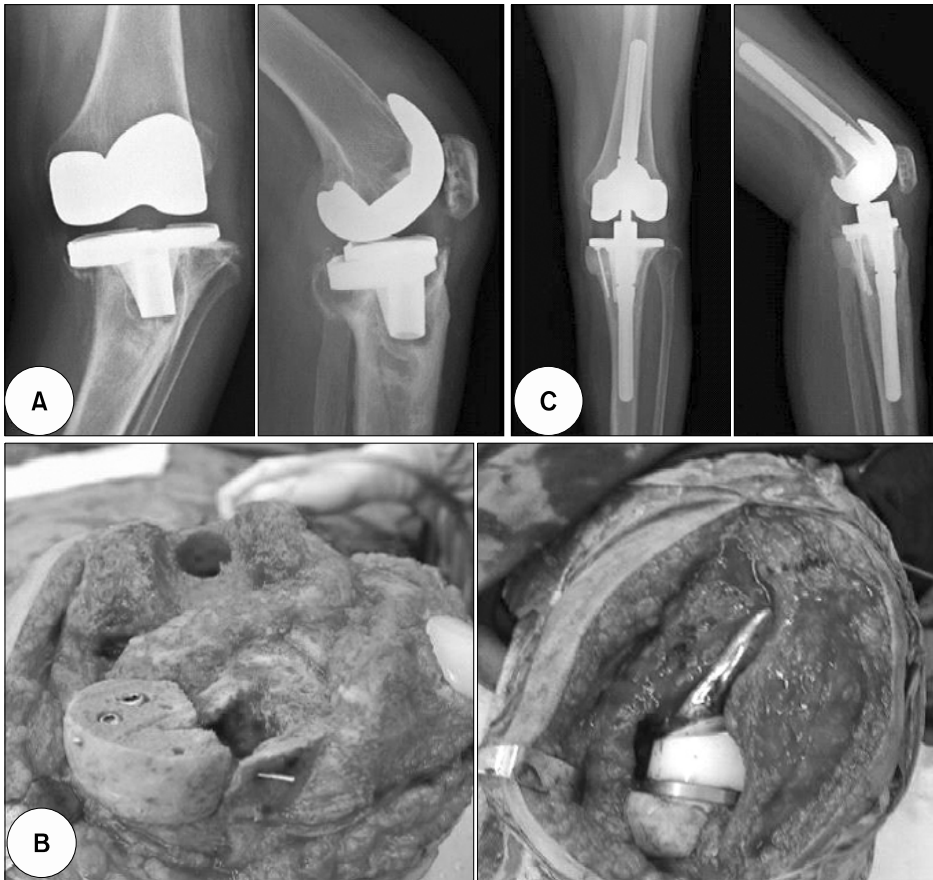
Radiographs of the early loosening of the femoral and tibial component (A) postoperative 52 months anteroposterior and lateral radiographs showing severe osteolysis with a varus deformity (B) The bone defect of the medial tibia plateau was filled with a femoral head allograft (C) post-revision anteroposterior and lateral radiographs.
